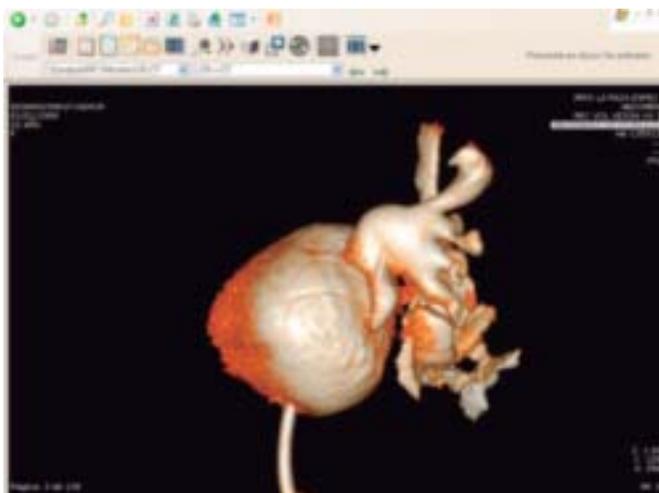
Cistotomografía que demuestra fístula cálico cutánea.
